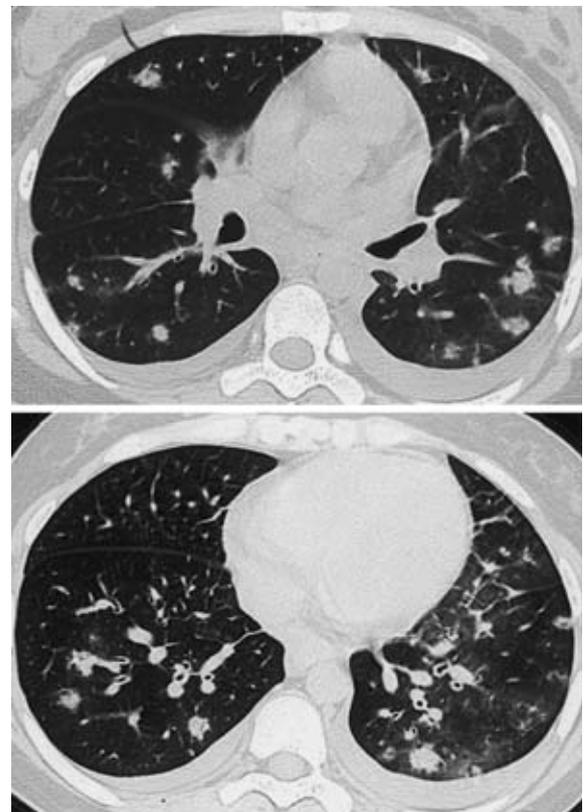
A chest CT scan showing multiple nodules in both lung fields and ground-glass opacities in the left lower lobe.
